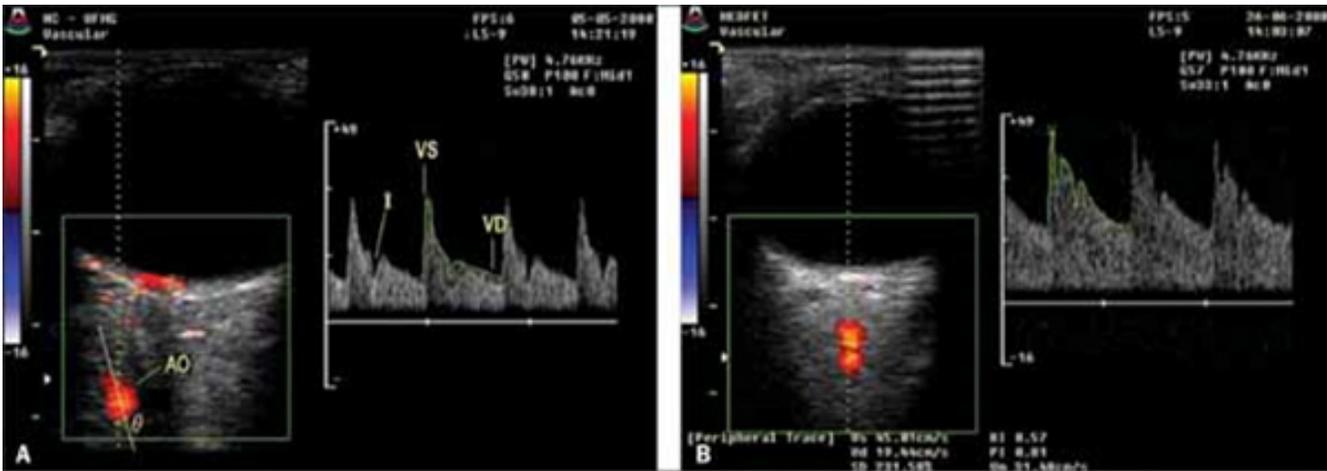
Flujiometría doppler de la arteria oftálmica en gestante normotensa (A) y una portadora de preclampsia (B).
